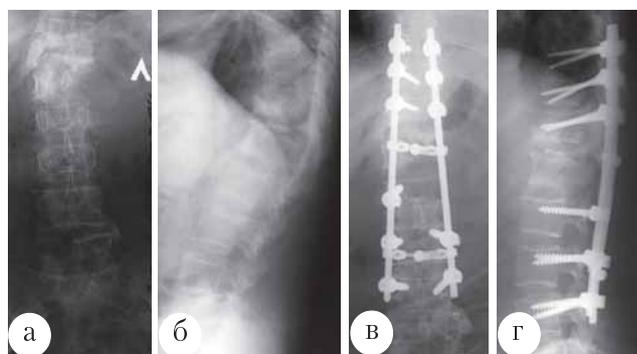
Рентгенограммы больной П.: а, б – до оперативного лечения; в, г – после оперативного лечения
